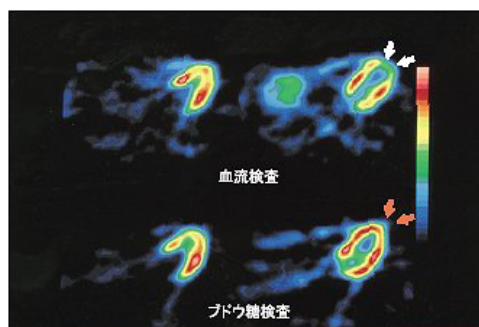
心筋の血流とエネルギー代謝を見る PET 画像 (参考:²⁾)
